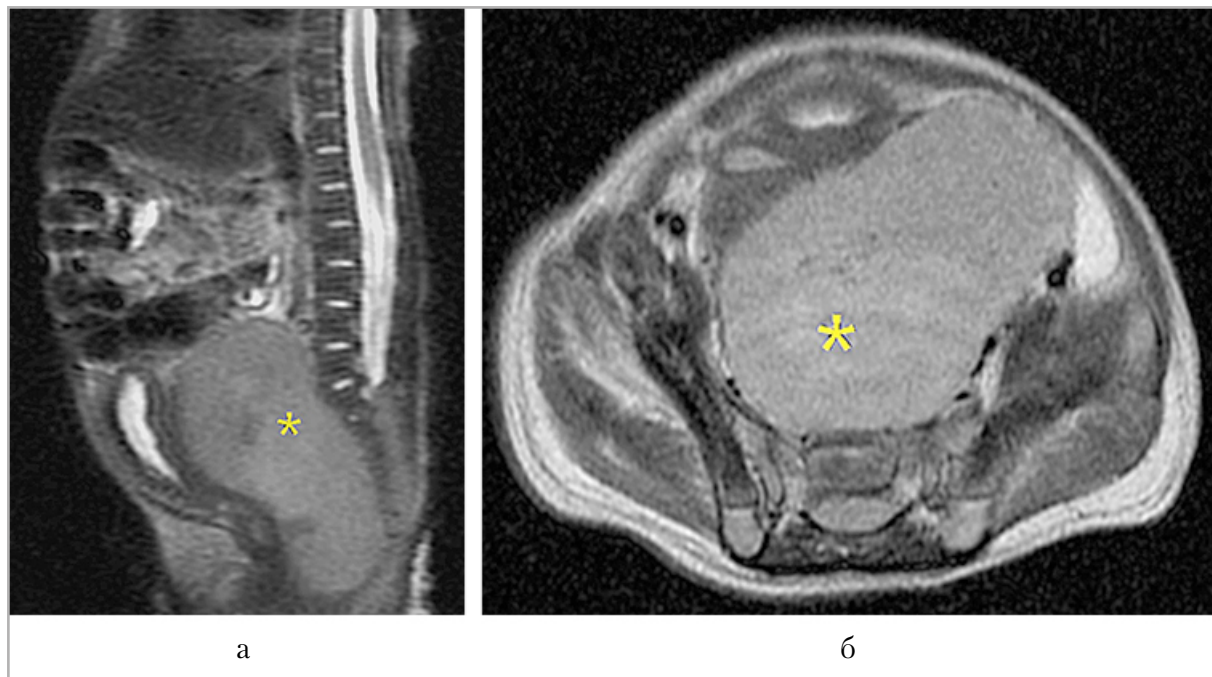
Магнитно-резонансные томограммы органов брюшной полости в режиме T2-взвешенное изображение: *а* — сагиттальная проекция; *б* — аксиальная проекция. Массивное образование в малом тазу с прорастанием в крестцовый канал (отмечено звездочкой)
